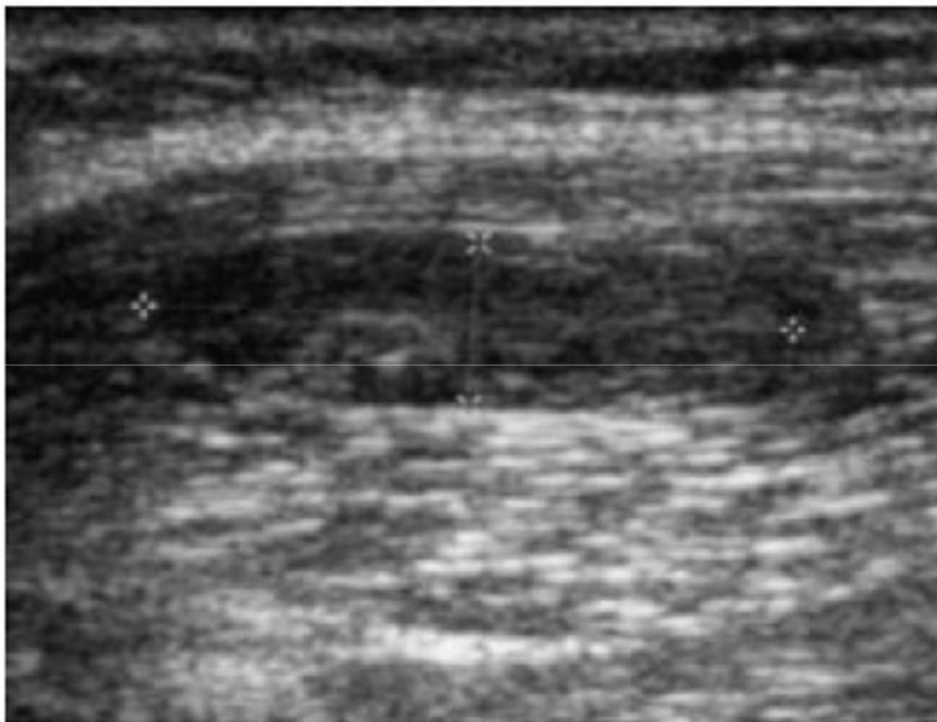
Aspect échographique d'un lipome montre une masse allongée, bien limitée hypoéchogène et homogène
